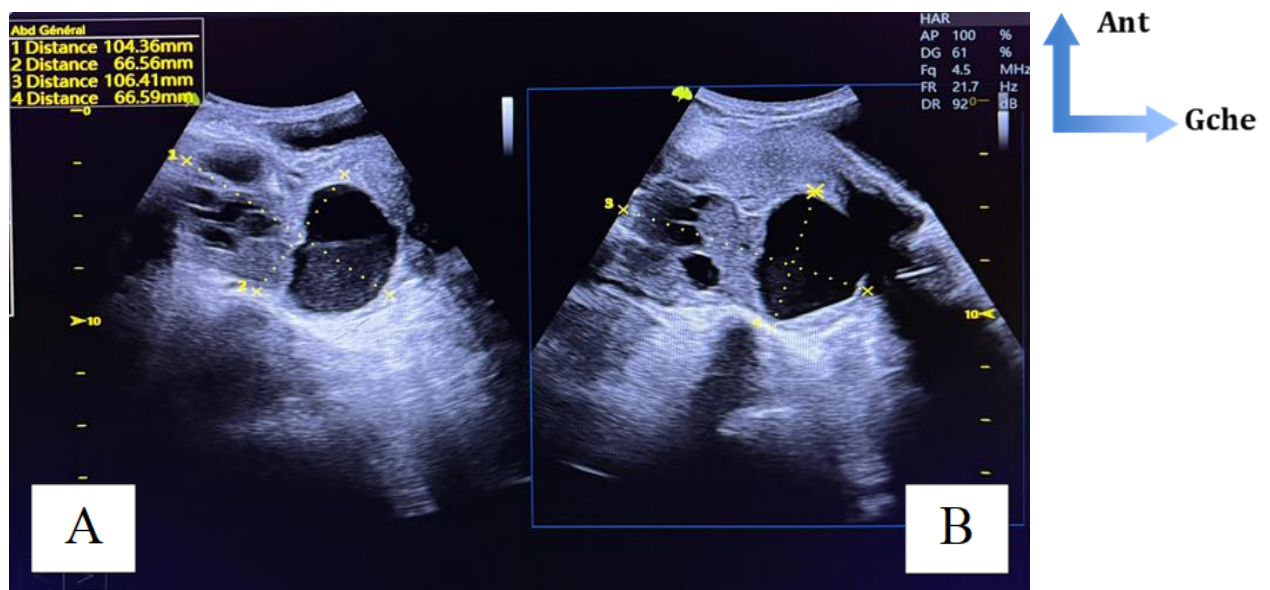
Images échographiques d'un pyovaire droit (A) et gauche (B)
